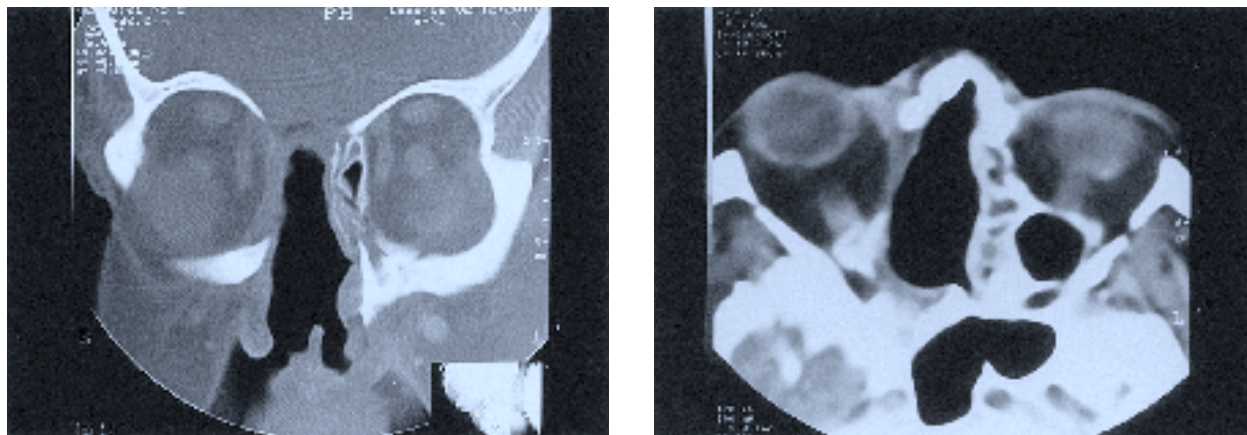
TC postoperatorio donde se aprecia la cavidad quirúrgica: a) Corte axial. b) Corte coronal.
